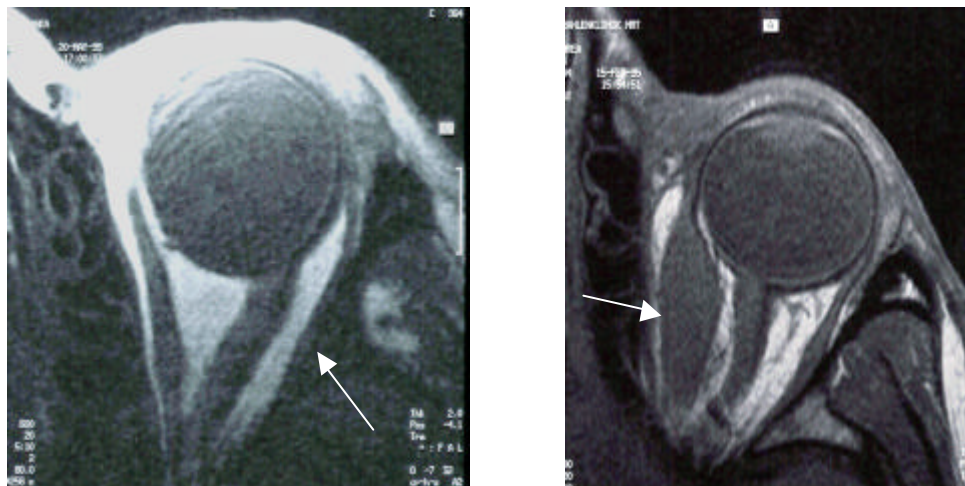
(links): axiale, native T1-gewichtete MRT mit Atrophie des M. rectus lat. links mit reduzierendem Volumen bedingt durch eine Paralyse des 6. Hirnnervs
